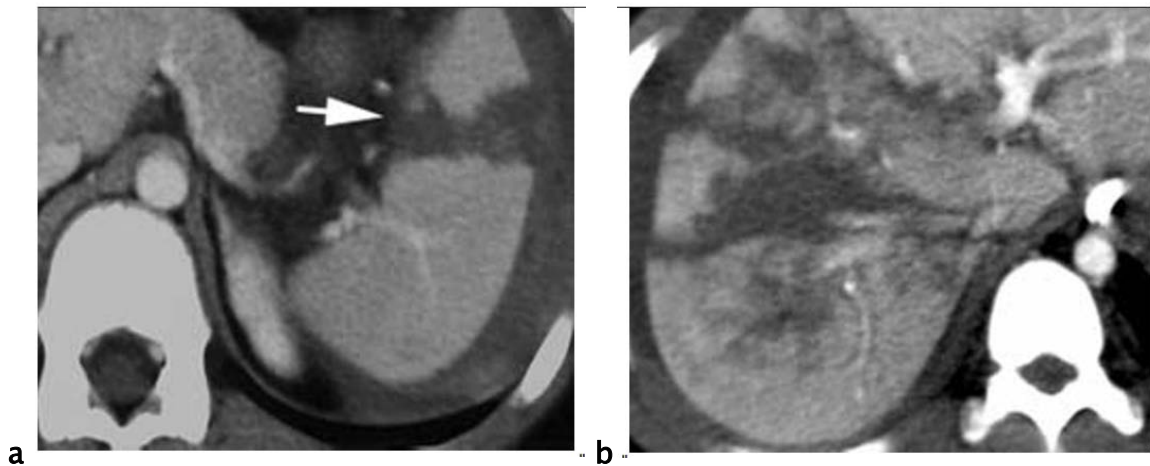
Fractures splénique (a) et hépatique (b) en TDM : lésions linéaires, hypodenses après injection IV de produit de contraste, traversant tout l'organe ou de longueur supérieure à 3 cm.
